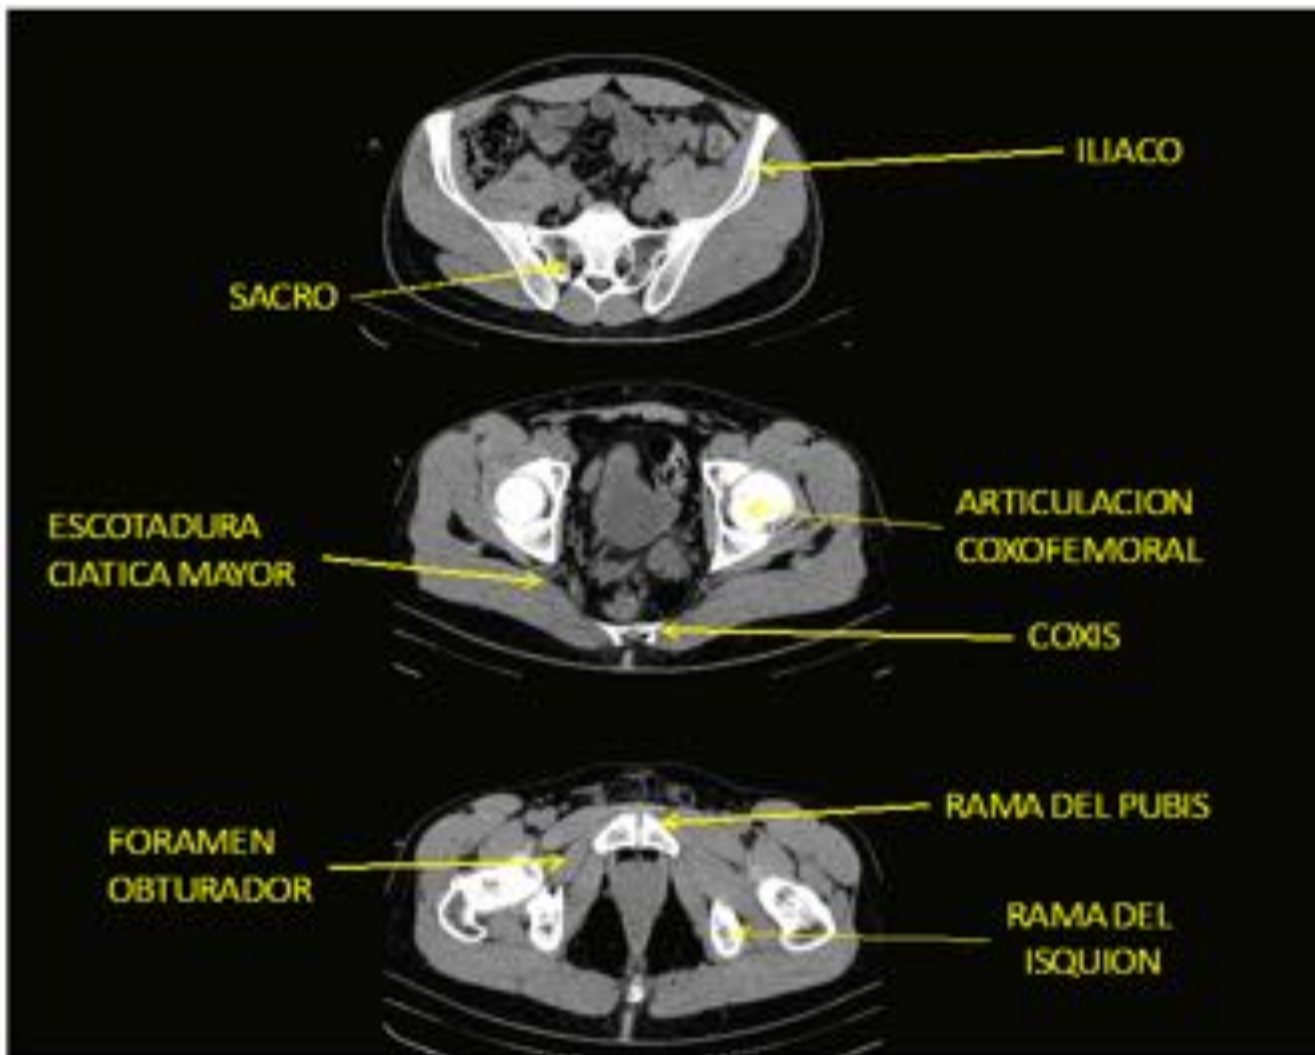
Cortes axiales de TC de craneal a caudal mostrando las principales referencias óseas. Caudal a las articulaciones sacroilíacas se encuentra la escotadura ciática mayor que permite la comunicación entre la pelvis y los miembros inferiores. El foramen obturador formado entre las ramas del isquion y el pubis, también pone en comunicación la pelvis y los miembros inferiores.
